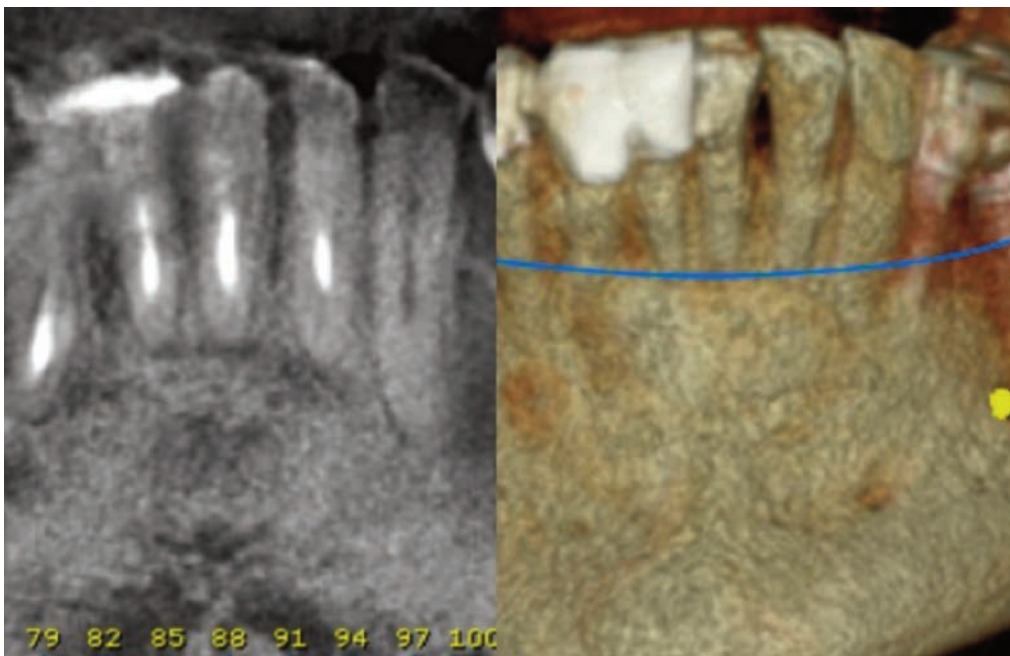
Tomografía axial computarizada (TAC) a los 5 años. Se observa neoformación ósea completa con características de normalidad.
